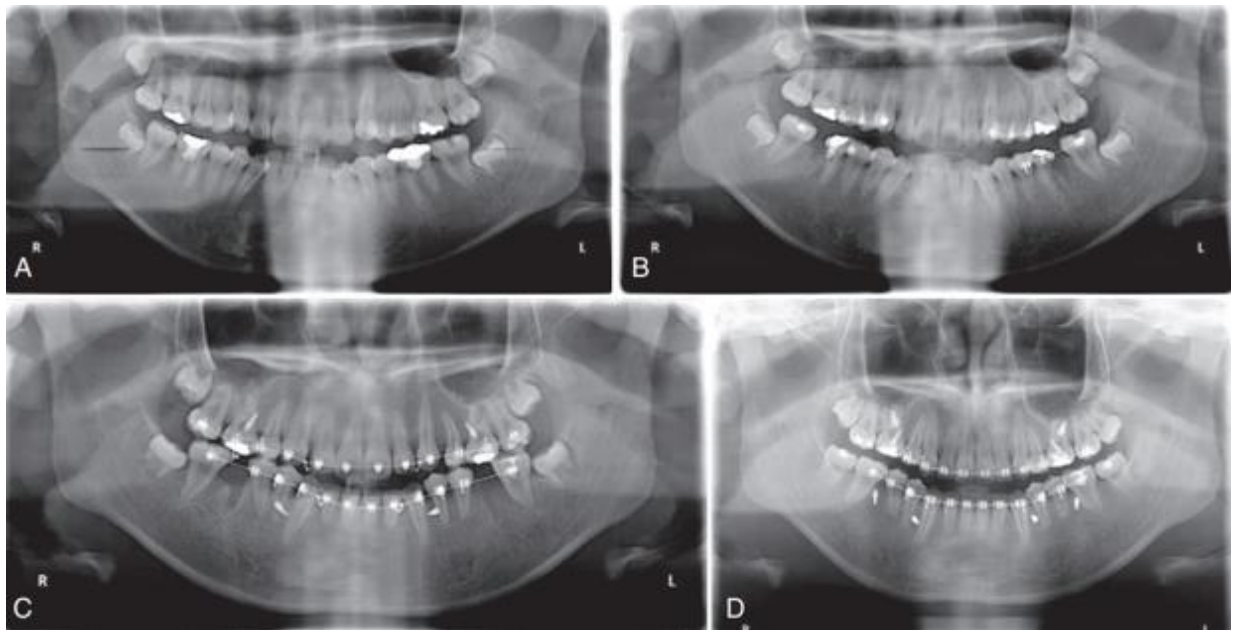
Pour le traitement orthodontique de cette patiente de 18 ans, une extraction des prémolaires a été nécessaire. Cependant, à la mandibule plutôt que deux prémolaires, il a été décidé d'extraire les premières molaires qui étaient compromises par de multiples soins. Lorsqu'une première molaire est extraite, une grande quantité d'espace est laissée, ce qui nécessite un temps de traitement prolongé pour se fermer. Compte tenu de la perte osseuse alvéolaire après extraction, le praticien a, ici, préféré procéder par hémisection des molaires afin que le rétrécissement de la crête alvéolaire ne gêne pas la mésialisation de la seconde molaire. A, Radiographie panoramique avant traitement. B, Radiographie panoramique après hémisection et extraction de la partie distale de la première molaire. C, Radiographie panoramique après extraction de la partie mésiale de la première molaire. D, Radiographie panoramique après fermeture de l'espace (106)
